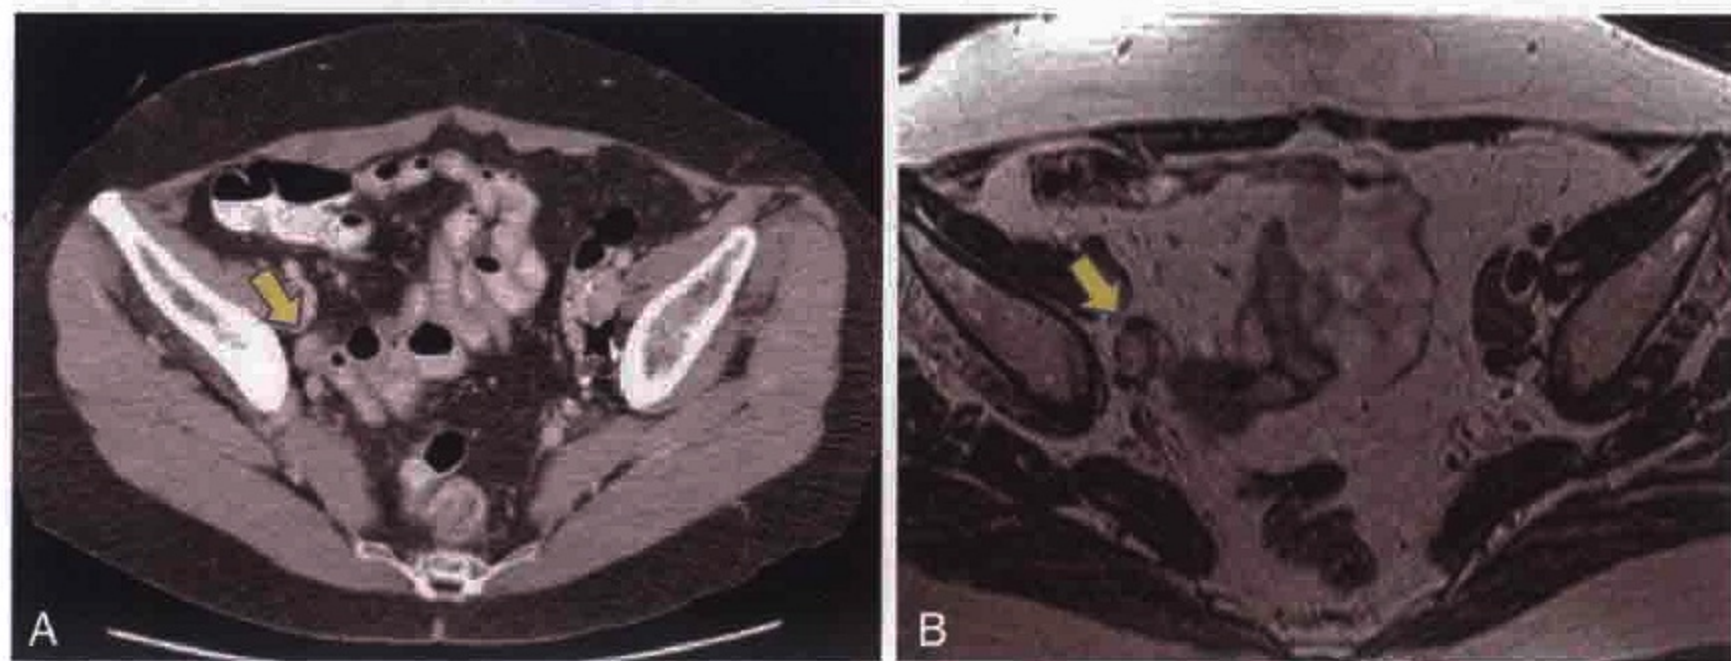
低密度（未充填高密度对比剂）的肠襻类似淋巴结。A. 横轴位 CT 增强扫描：相当于髂外淋巴结的位置上可见一卵圆形“病灶”（箭）。B. 同一患者的横轴位 T2 加权 MR 图像显示“病灶”为肠襻（箭）
